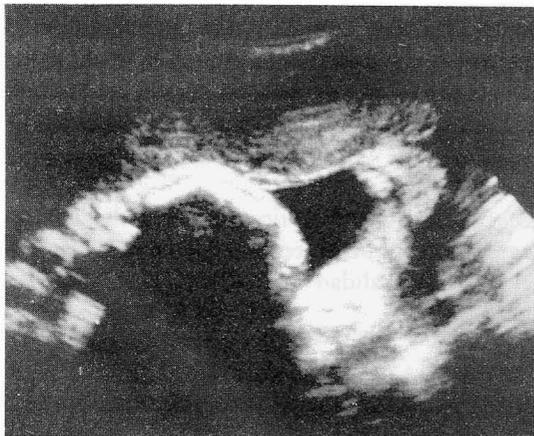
Ecografía fetal que muestra hueso largo, incurvado.*
